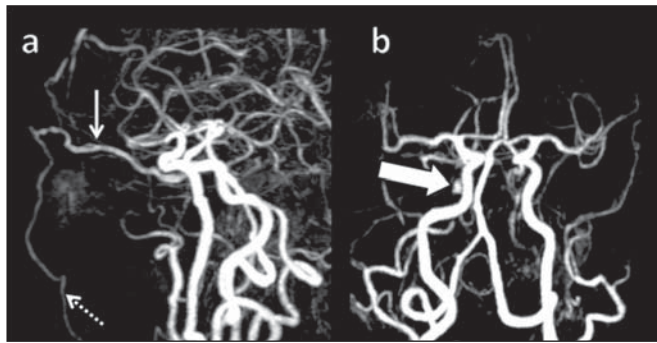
Angiorressonância de vasos intracranianos. a: Vista lateral. b: Vista anteroposterior. Paciente do sexo feminino, 73 anos, com diagnóstico de FDSC. Contrastação precoce da VOS (seta fina) e da veia facial (seta tracejada). Ambas encontram-se ectasiadas. Discreta contrastação precoce do SC direito (seta grossa).
